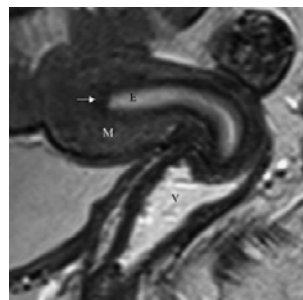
IRM Útero Normal
